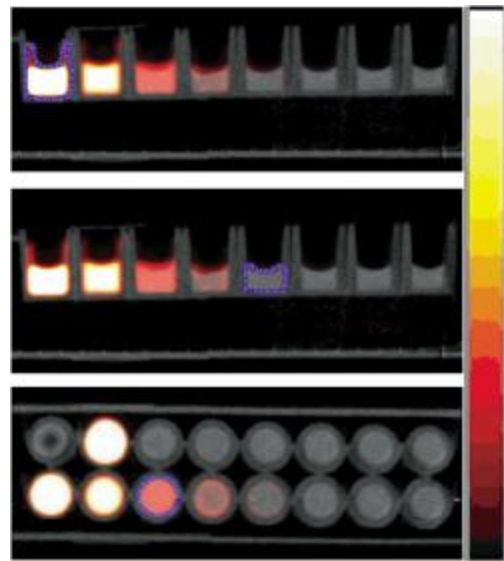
基于 microSPECT/CT 融合显像勾画 $\text{Na}^{99m}\text{TcO}_4$ 溶液样品感兴趣区
